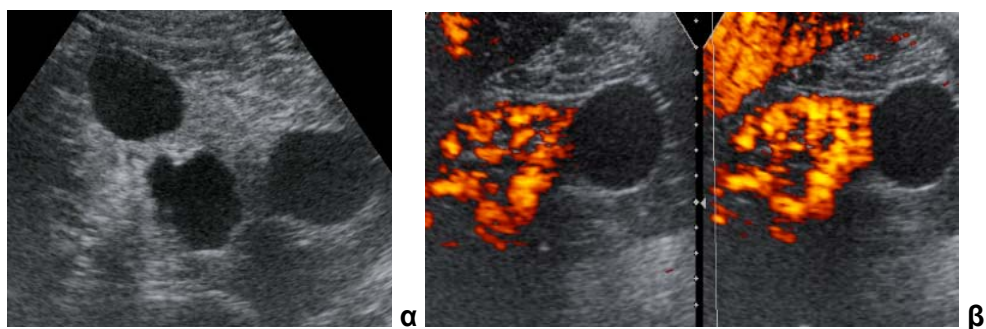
Ογκοκύττωμα. Μετά από έγχυση σκιαστικού μέσου, α) στην κλίμακα του γκρί, β) Power Doppler, γ) Doppler.
